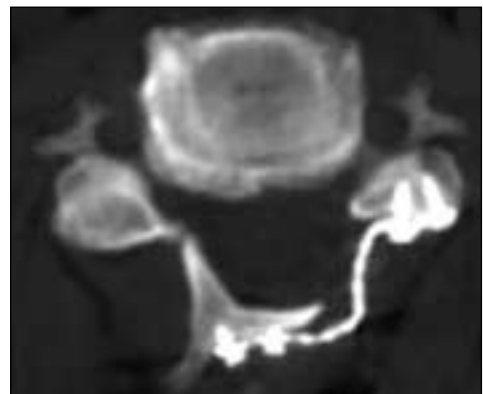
Corte de TC posquirúrgico. Miniplaca que mantiene la apertura.
